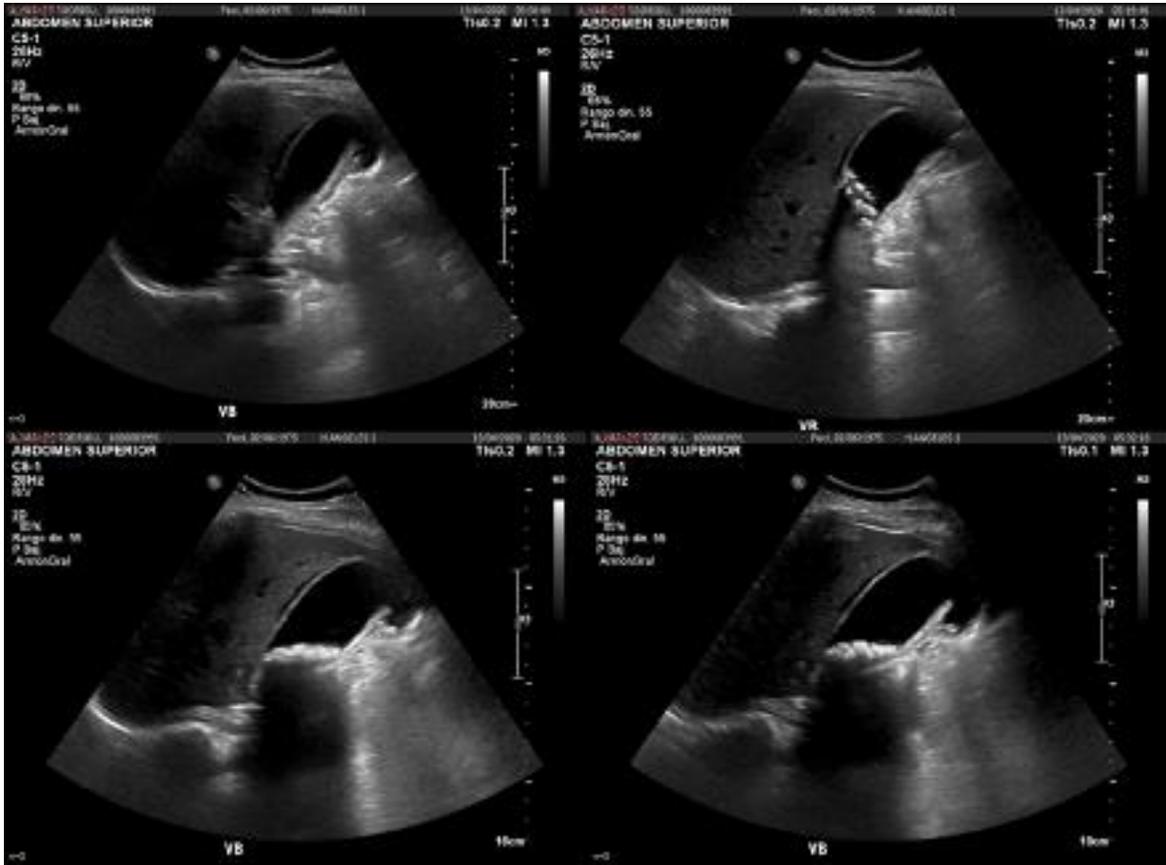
Ultrasonido de abdomen en escala de grises. Vesícula biliar expandida, de aspecto piriforme, pared de 5 mm de grosor y fondo vesicular en gorro frigio. Se observa halo hipocóico periférico. En su interior existen múltiples imágenes ecogénicas de aspecto redondeado, que se proyectan hacia el cuerpo y cuello vesicular y proyectan sombra acústica. – Colecistitis aguda litiasica.
